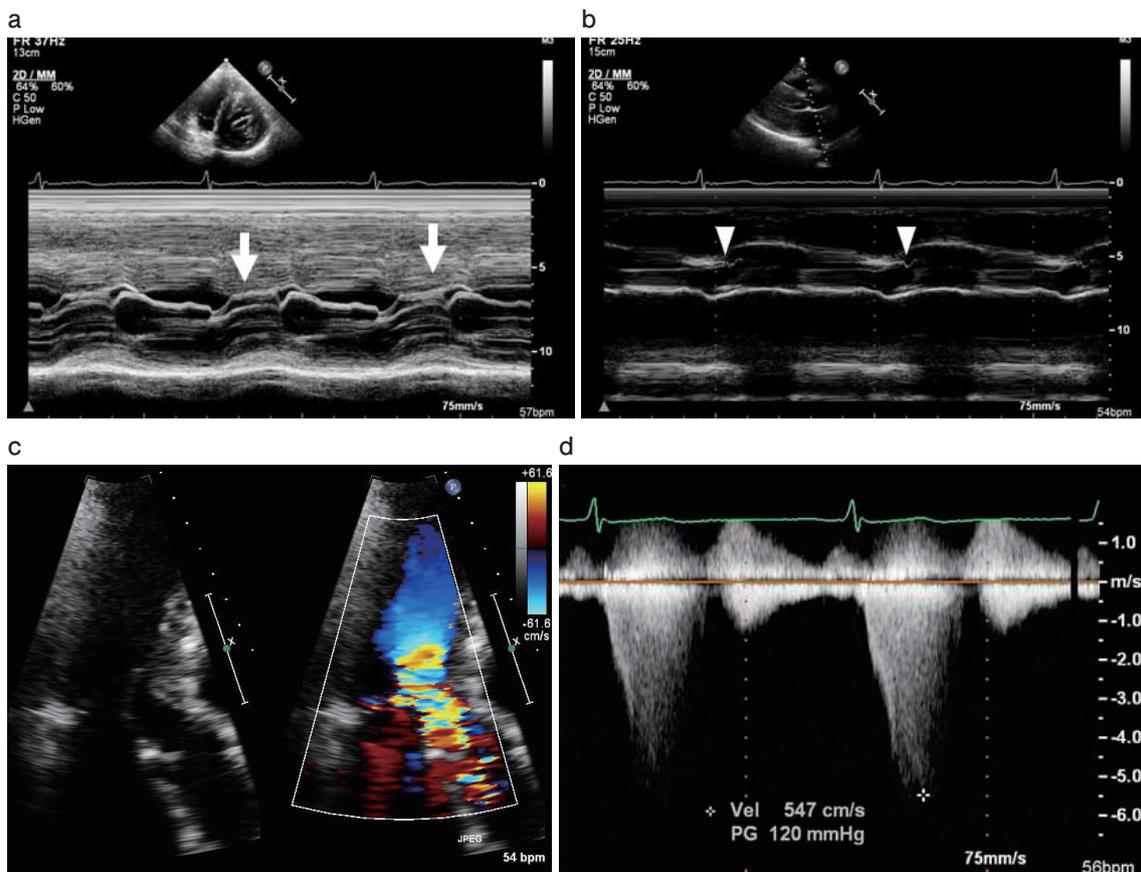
入院当日の夕食2時間後に施行した経胸壁心臓超音波検査。
